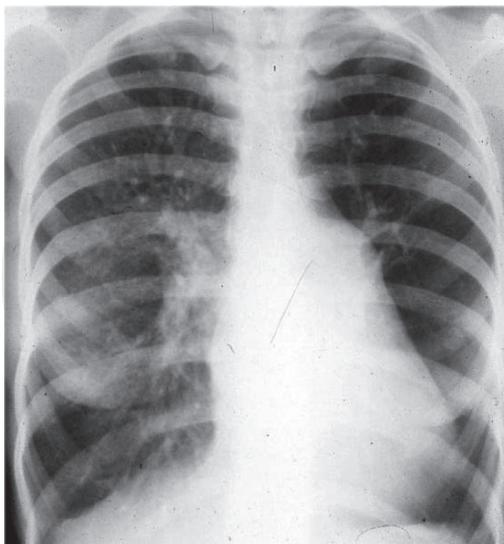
Radiografia de tórax em paciente com embolia pulmonar demonstrando o sinal de Westermark: observar protrusão do tronco da artéria pulmonar, hipertransparência e ausência de sombras vasculares no campo pulmonar esquerdo.
